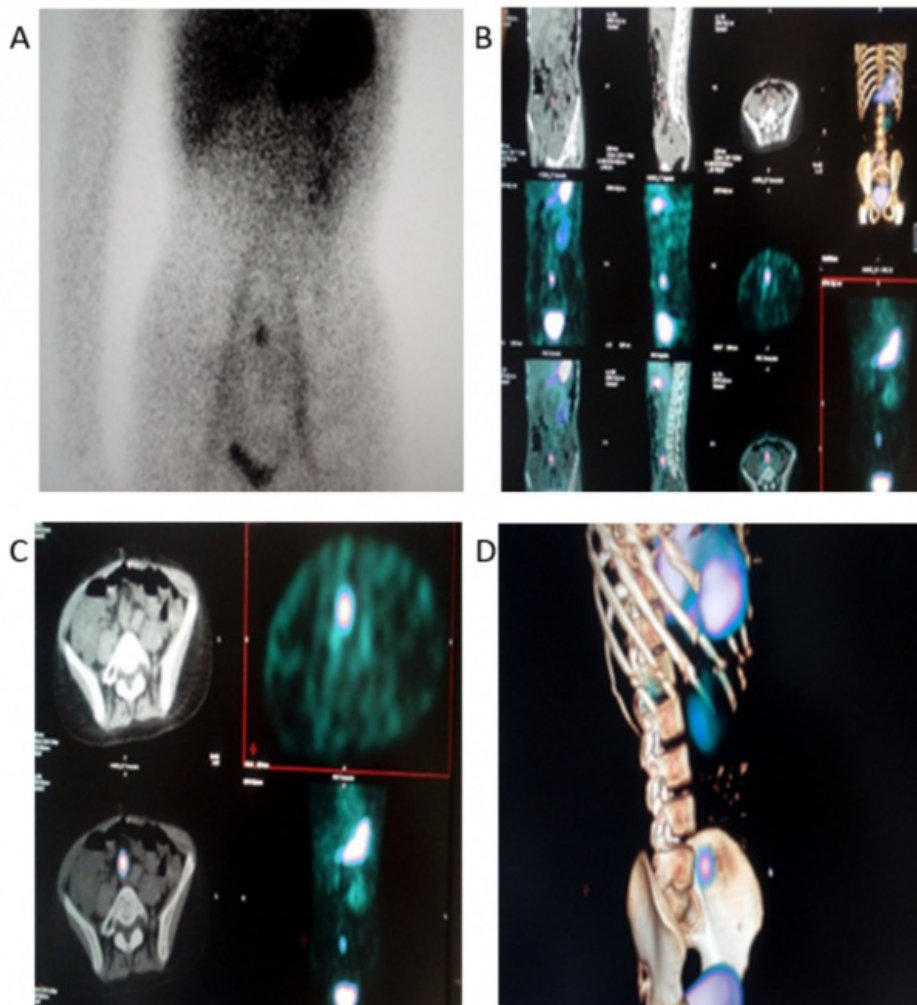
Imágenes planar (A) y fusionadas híbridas SPECT/CT (B-D) a los 2 meses de la cirugía inicial. Al comparar con imágenes previas se observa posición similar de la lesión por delante de cuerpo vertebral S1.
